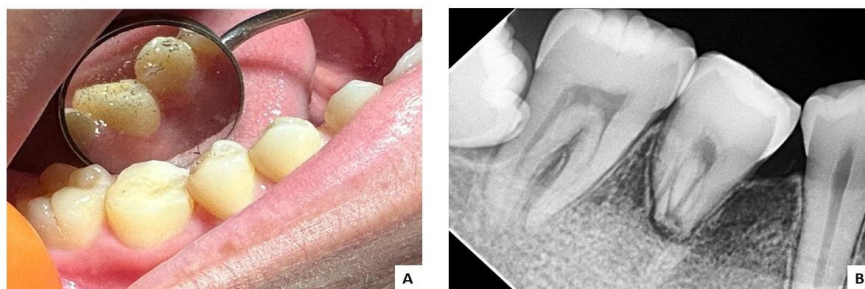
Imagens clínicas e radiográfica da consulta de 6 meses de preservação do caso: A) exame clínico vestibular e lingual pelo odontoscópio; B) radiografia periapical de controle
